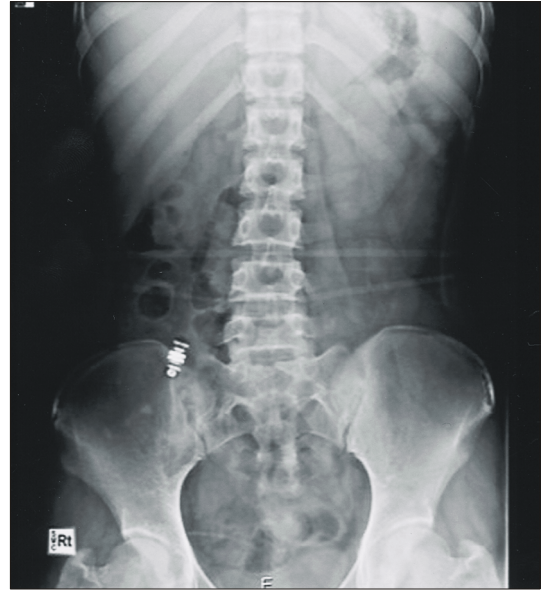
A radiolucent capsule endoscopy is seen on this plain abdomen radiography taken 7 days after ingestion of the capsule.
